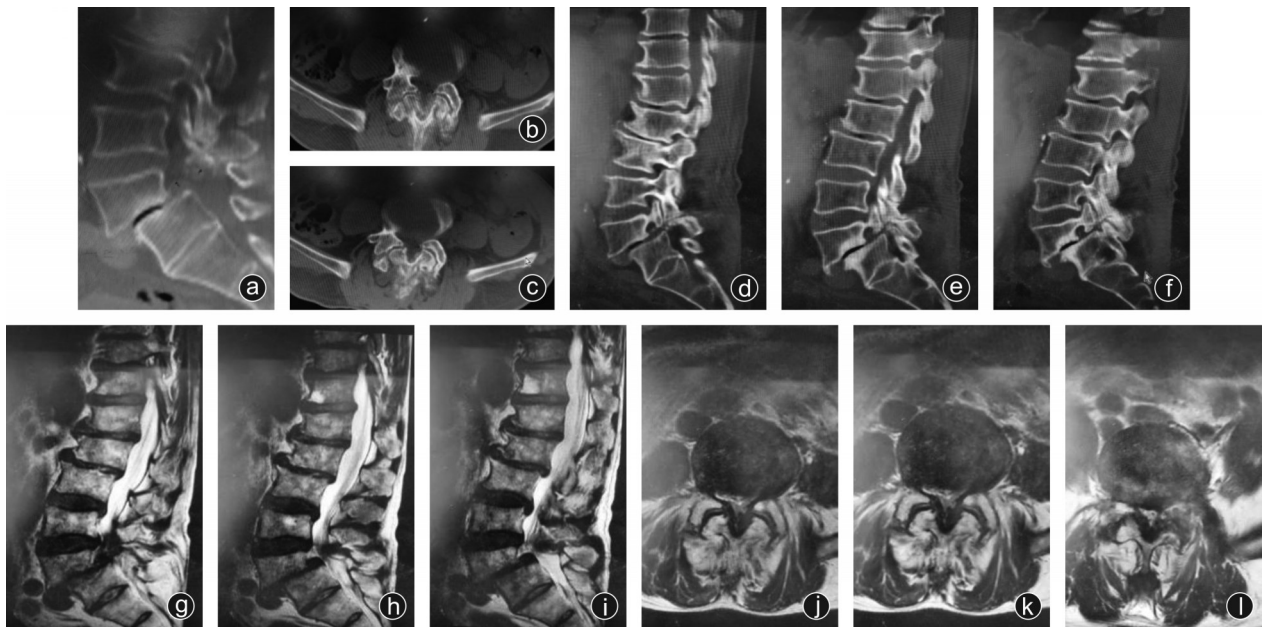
术前CT及MRI可见腰椎滑脱,局部骨折增生严重,大量骨赘形成,椎管受压明显 a:矢状面CT显示L<sub>5</sub>椎体明显向前移位,双侧峡部断裂,呈II度滑脱,椎间隙退变严重;b、c:腰椎管横断面CT显示椎板内外大量骨赘形成,椎管重度狭窄,关节周围增生明显;d-f:术前腰椎CT矢状位片示L<sub>5</sub>双侧峡部断裂,L<sub>4</sub>不稳,L<sub>5</sub>呈II度滑脱,L<sub>5</sub>/S<sub>1</sub>椎间隙退变严重,L<sub>4</sub>~S<sub>1</sub>椎管狭窄严重;g-i:术前腰椎MRI矢状位片示L<sub>4</sub>~S<sub>1</sub>椎管狭窄严重,硬膜囊受压,L<sub>4</sub>不稳,L<sub>5</sub>呈II度滑脱,L<sub>5</sub>/S<sub>1</sub>椎间隙退变严重;j-l:术前腰椎MRI横断面示L<sub>4/5</sub>、L<sub>5</sub>/S<sub>1</sub>椎间盘退变严重,黄韧带肥厚,椎管狭窄
